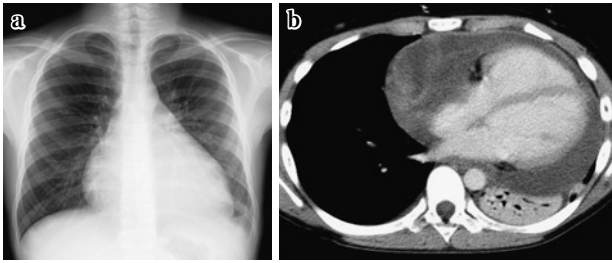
Chest radiograph and CT finding.
